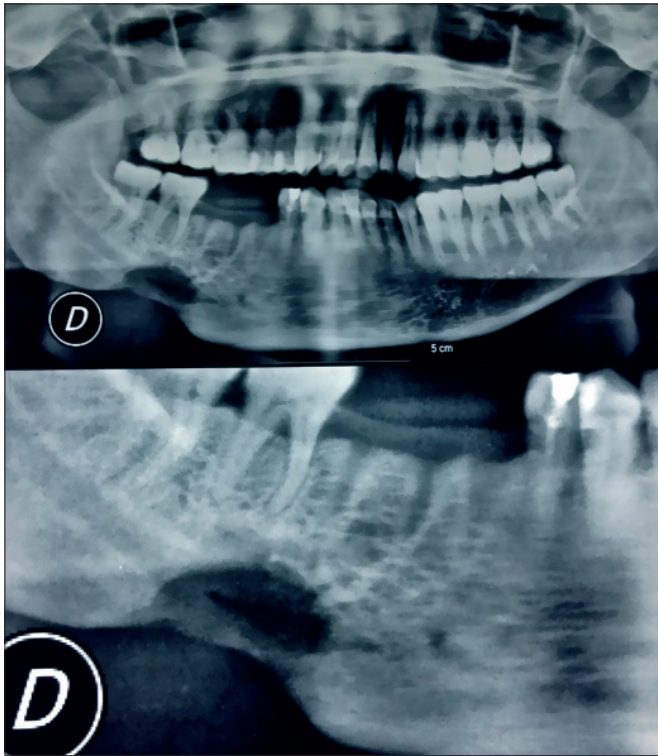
Orthopantomogramme montrant une image lacunaire intéressante la moitié inférieure de la branche horizontale droite de la mandibule avec lyse du bord basilaire.
